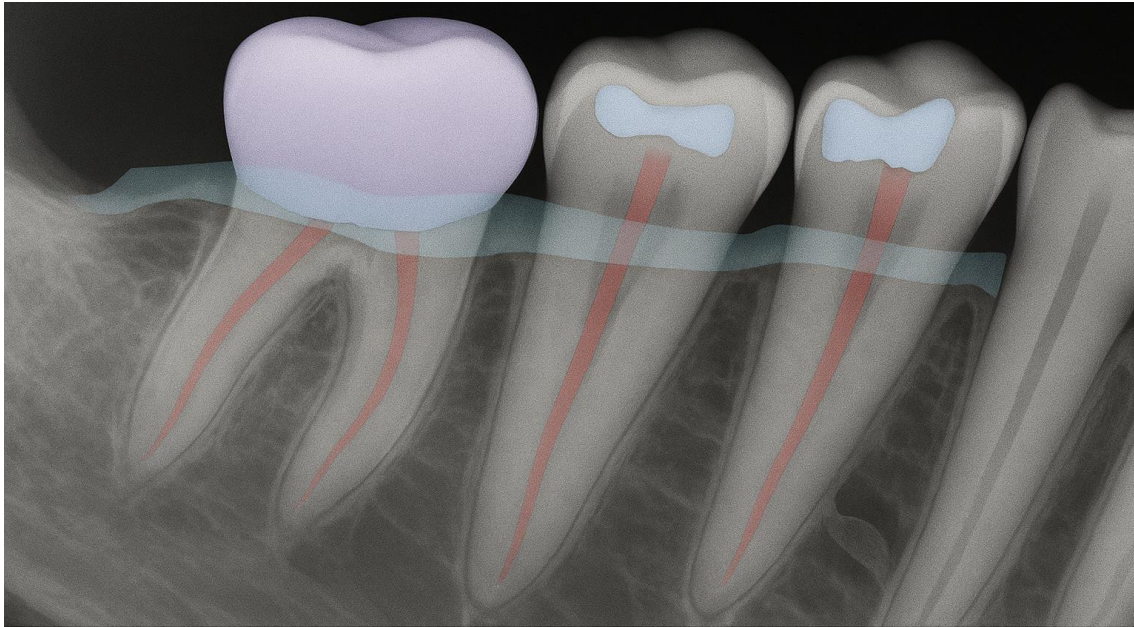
Radiografia periapical ilustrativa gerada com inteligência artificial, mostrando coroa, restaurações, perda óssea periodontal e segmentação do canal radicular. Ilustração adaptada de Rokaya et al. (2024).
